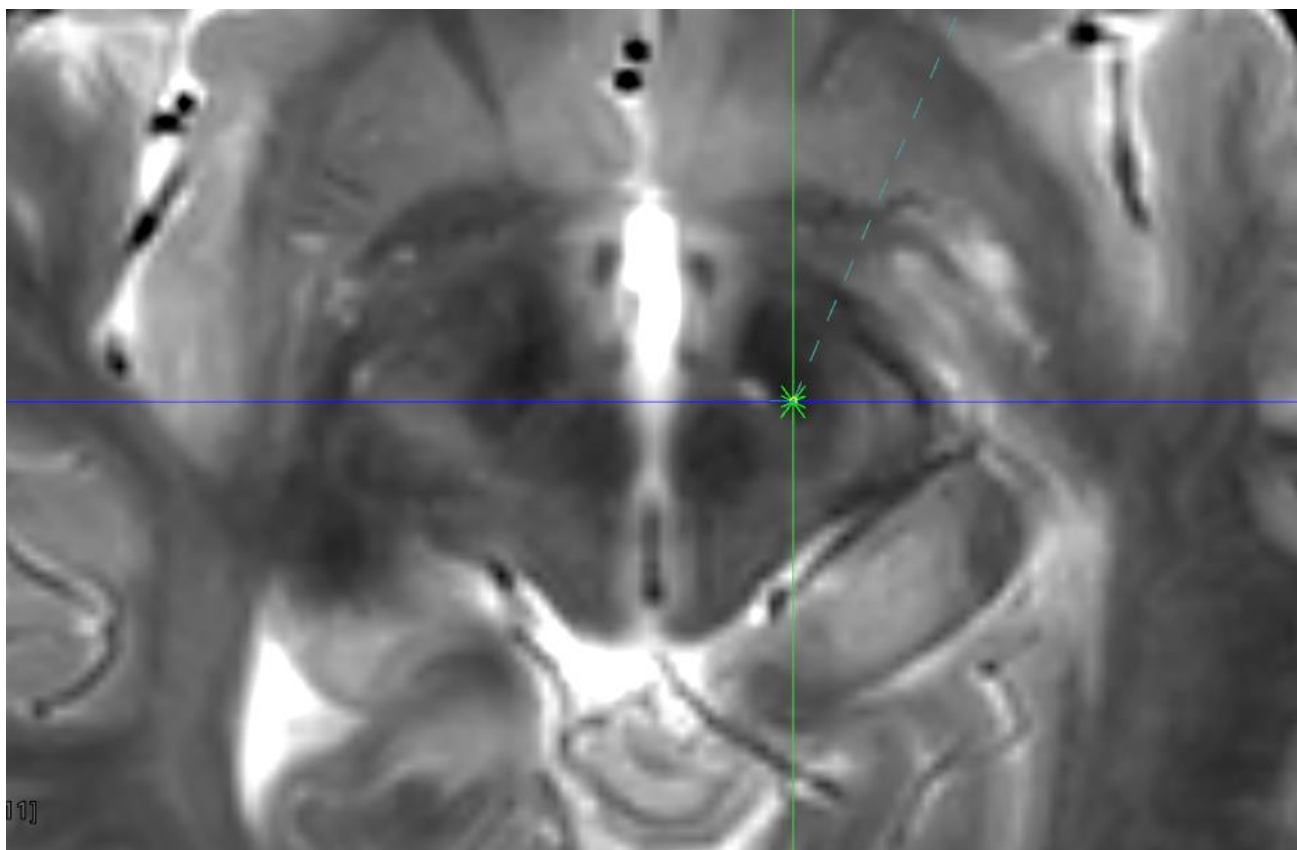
Coupe axiale d'une IRM encéphalique en séquence T2 écho de gradient, zoomée et centrée sur le mésencéphale. La croix verte correspond à la cible stéréotaxique, correspondante à la partie postérieure (motrice) du noyau sous thalamique gauche, visible en hyposignal.
